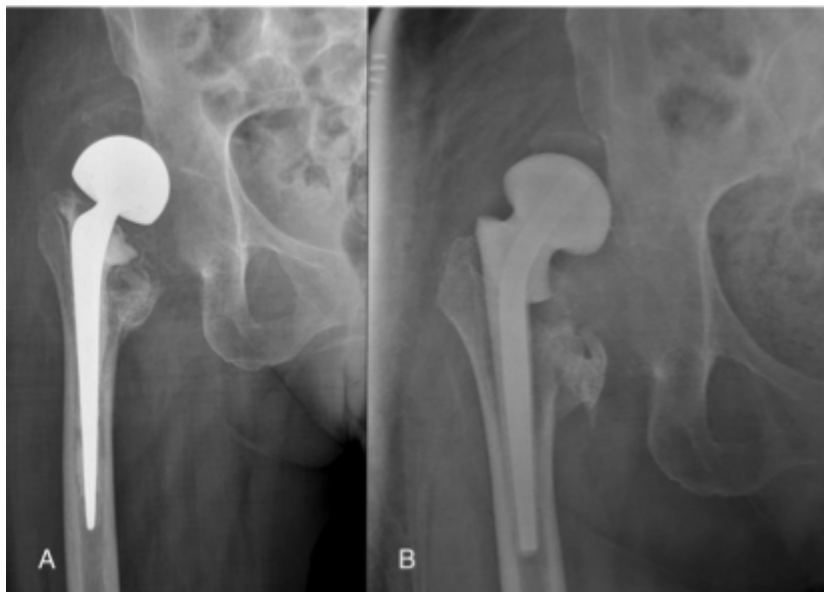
Evolució d'un espaiador amb reducció de l'offset femoral lateral. (A) Radiografia postoperatòria que mostra una reducció de l'OFL després de la implantació de l'Spacer-G®. (B) Luxació de l'espaiador en el mateix pacient.
